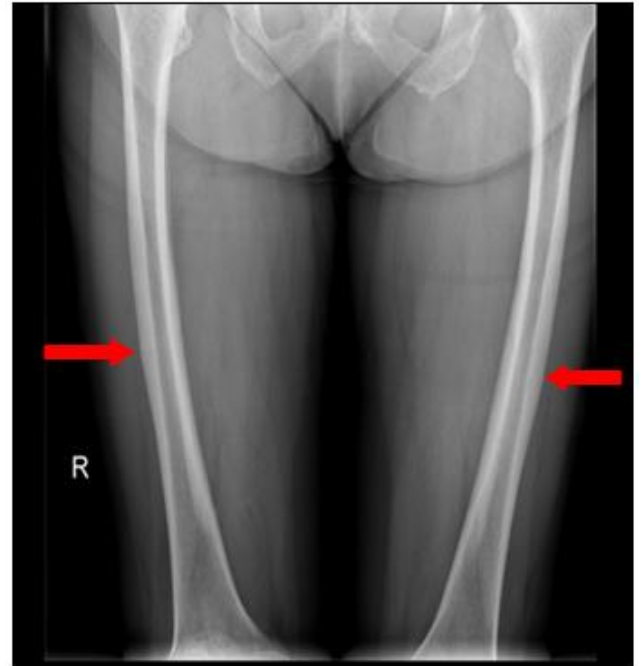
Radiografía de fémur bilateral que muestra pequeña línea de fractura cortical externa en tercio medio de fémur derecho; en fémur izquierdo es mucho menos aparente (flechas rojas).
